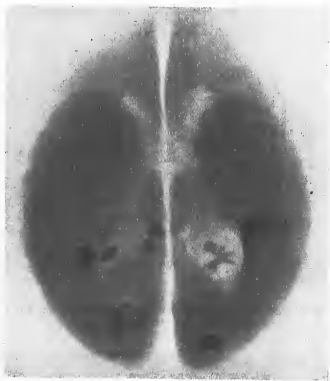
Ostéomes méningés. Radiographie du cerveau prise verticalement.
